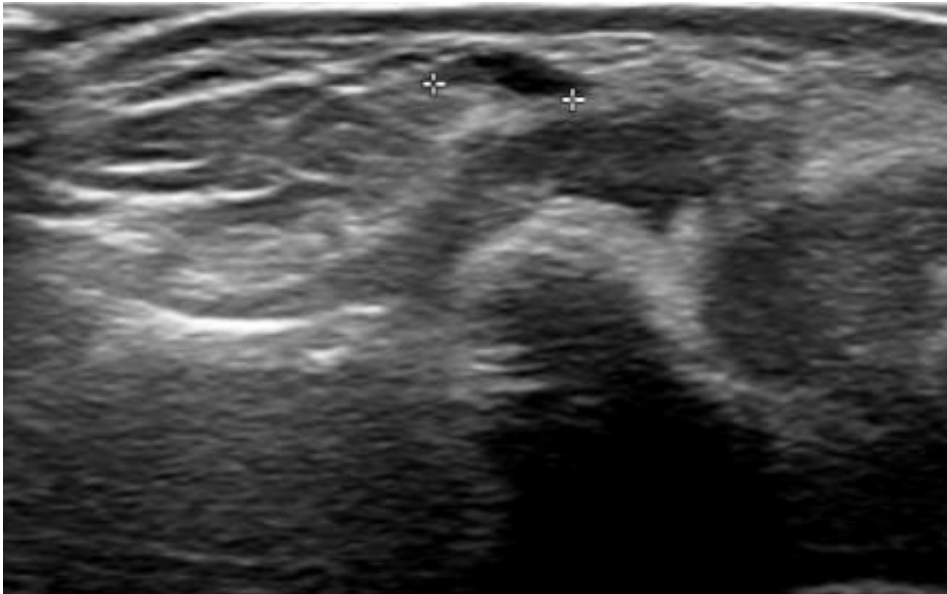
Varón de 27 años. Ecografía de mano derecha. Lesión anecoica de 3 mm dependiente de articulación radiocarpiana en relación con ganglión.
